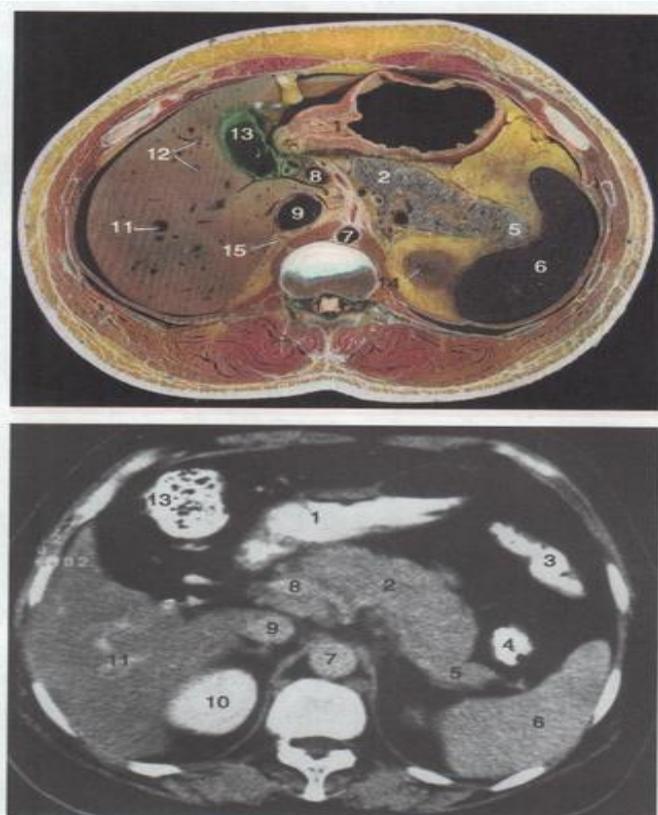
2 经胃体和胃体下部的横断层及 CT (增强) 图
